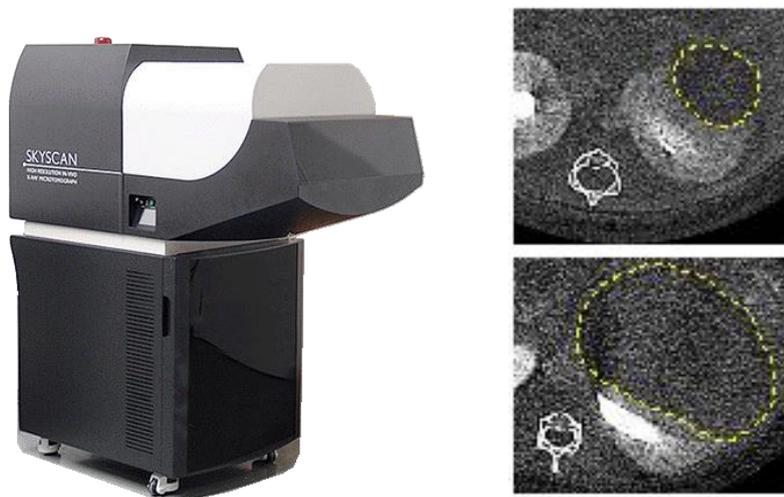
links: Bruker Skyscan 1176 Kleintier-CT (Bruker Corporation, Billerica, USA); Rechts: beispielhafte CT Bilder des RCC der Maus, der Tumor ist mit einer gestrichelten gelben Linie markiert (Linxweiler, Korbelt et al. 2017) .
